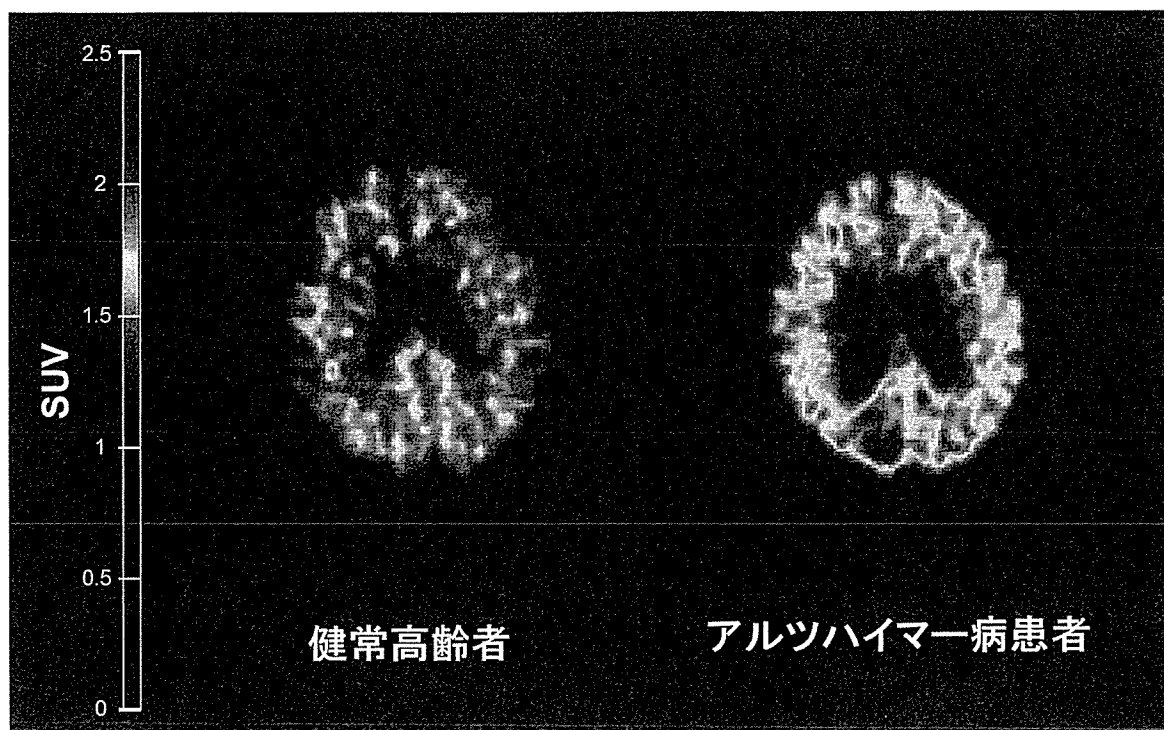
$[^{11}\text{C}]$  BF-227・PET の SUV (Standardized Uptake Value) 画像
